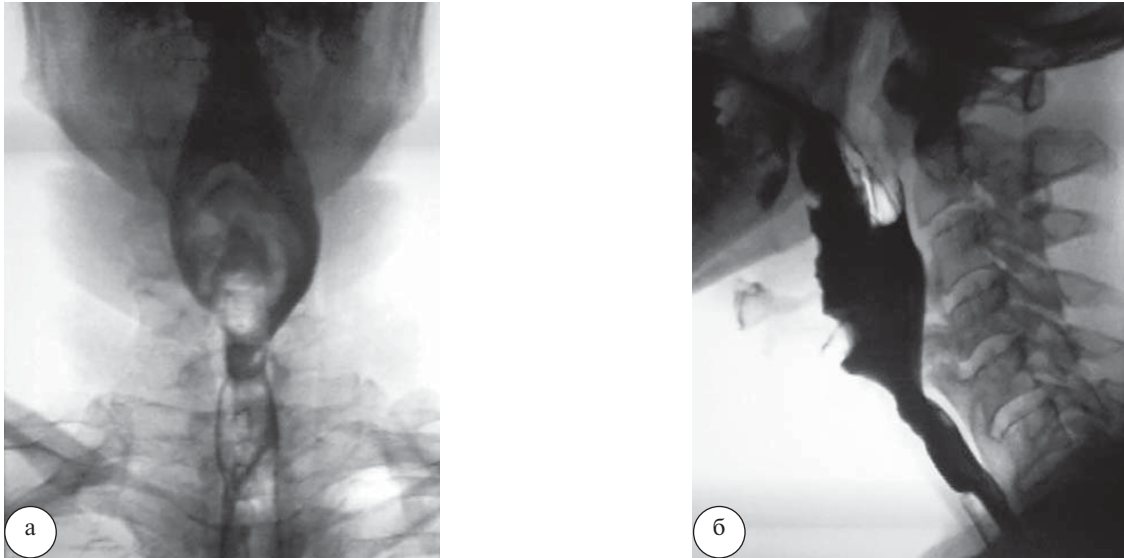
Рентгеноскопия глотки и пищевода с барием в боковой (а) и прямой (б) проекциях. Задержка прохождения контрастного вещества на уровне C_{IV} и C_V позвонков
